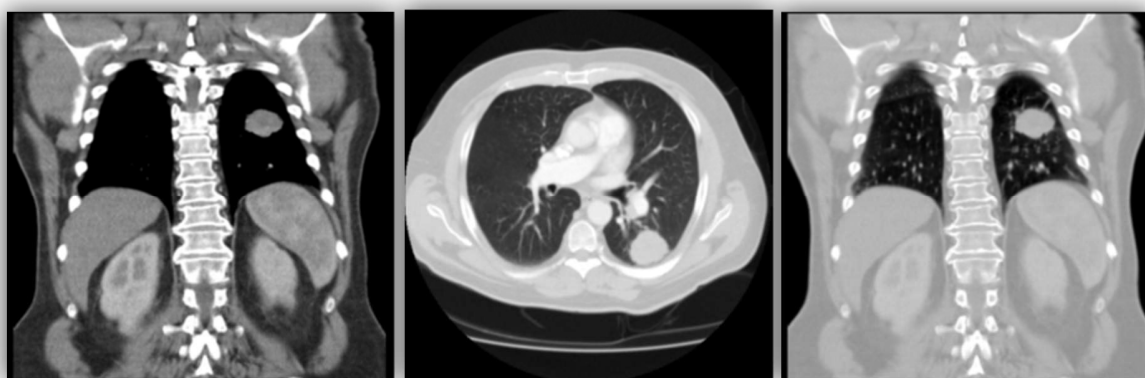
CT-des Thorax mit KM mit Nachweis eines Bronchialkarzinom links (koronar, axial, koronar).
